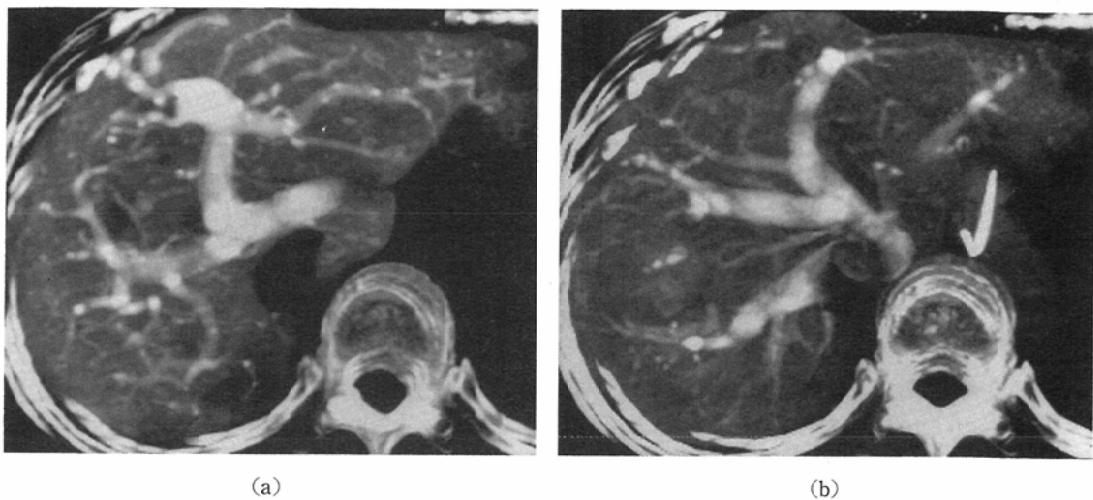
CT angiography of the liver
